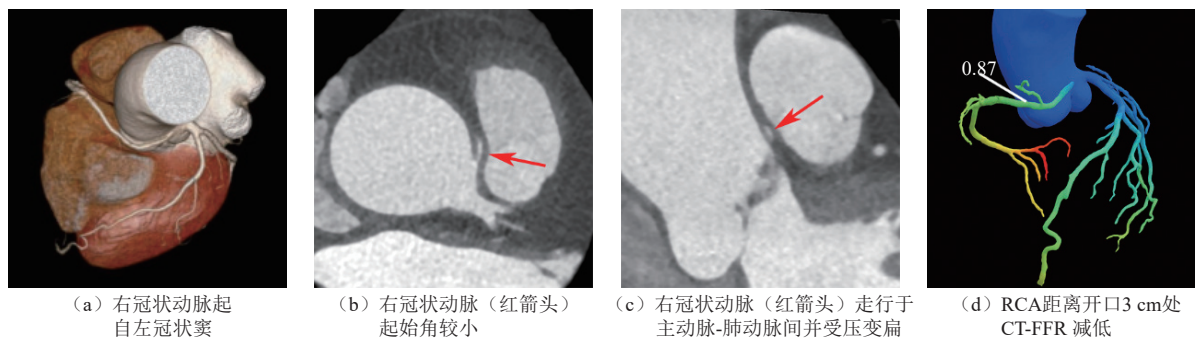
1例具有胸闷、心悸症状患者的 CCTA 及 CT-FFR 影像
